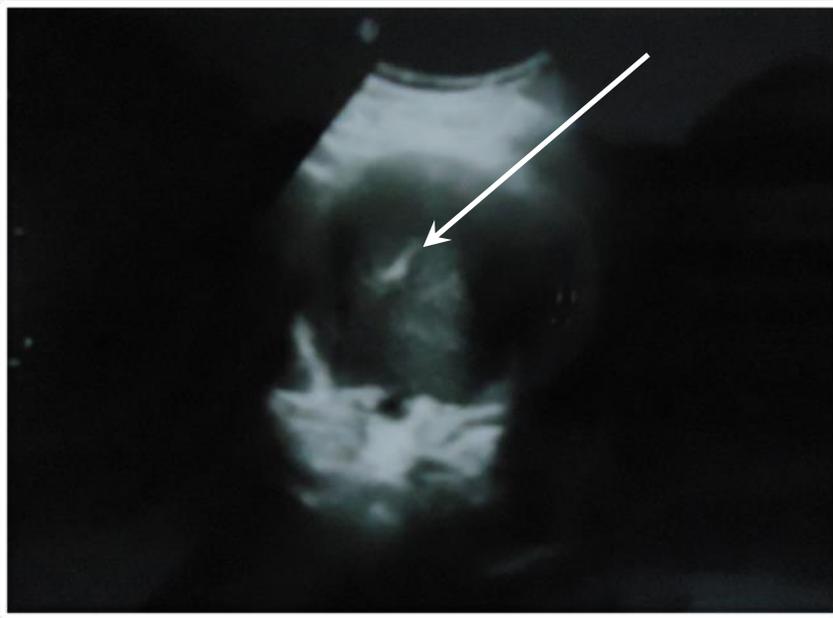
УЗИ поджелудочной железы.
